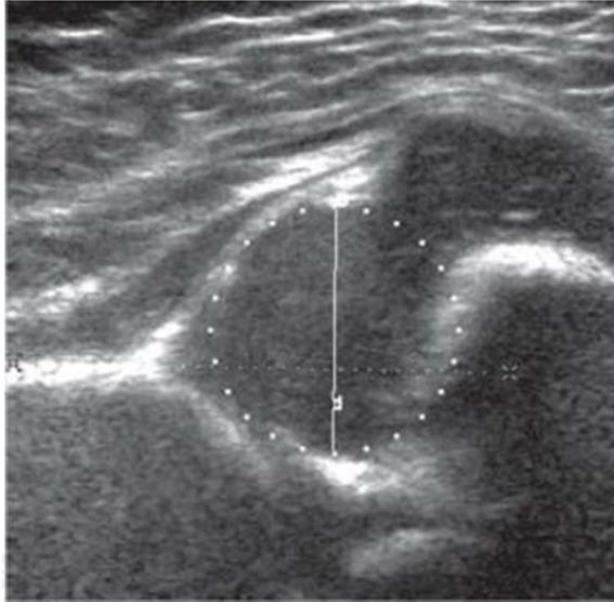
Ultrasonido del mismo paciente de la imagen anterior en donde se realiza la maniobra propuesta por los autores y en el cual se observa cómo la cabeza del fémur sale parcialmente de la articulación y queda cubierta por el acetábulo tan sólo en 33.96%, lo que puede deberse a hiperlaxitud articular o a inestabilidad articular.
